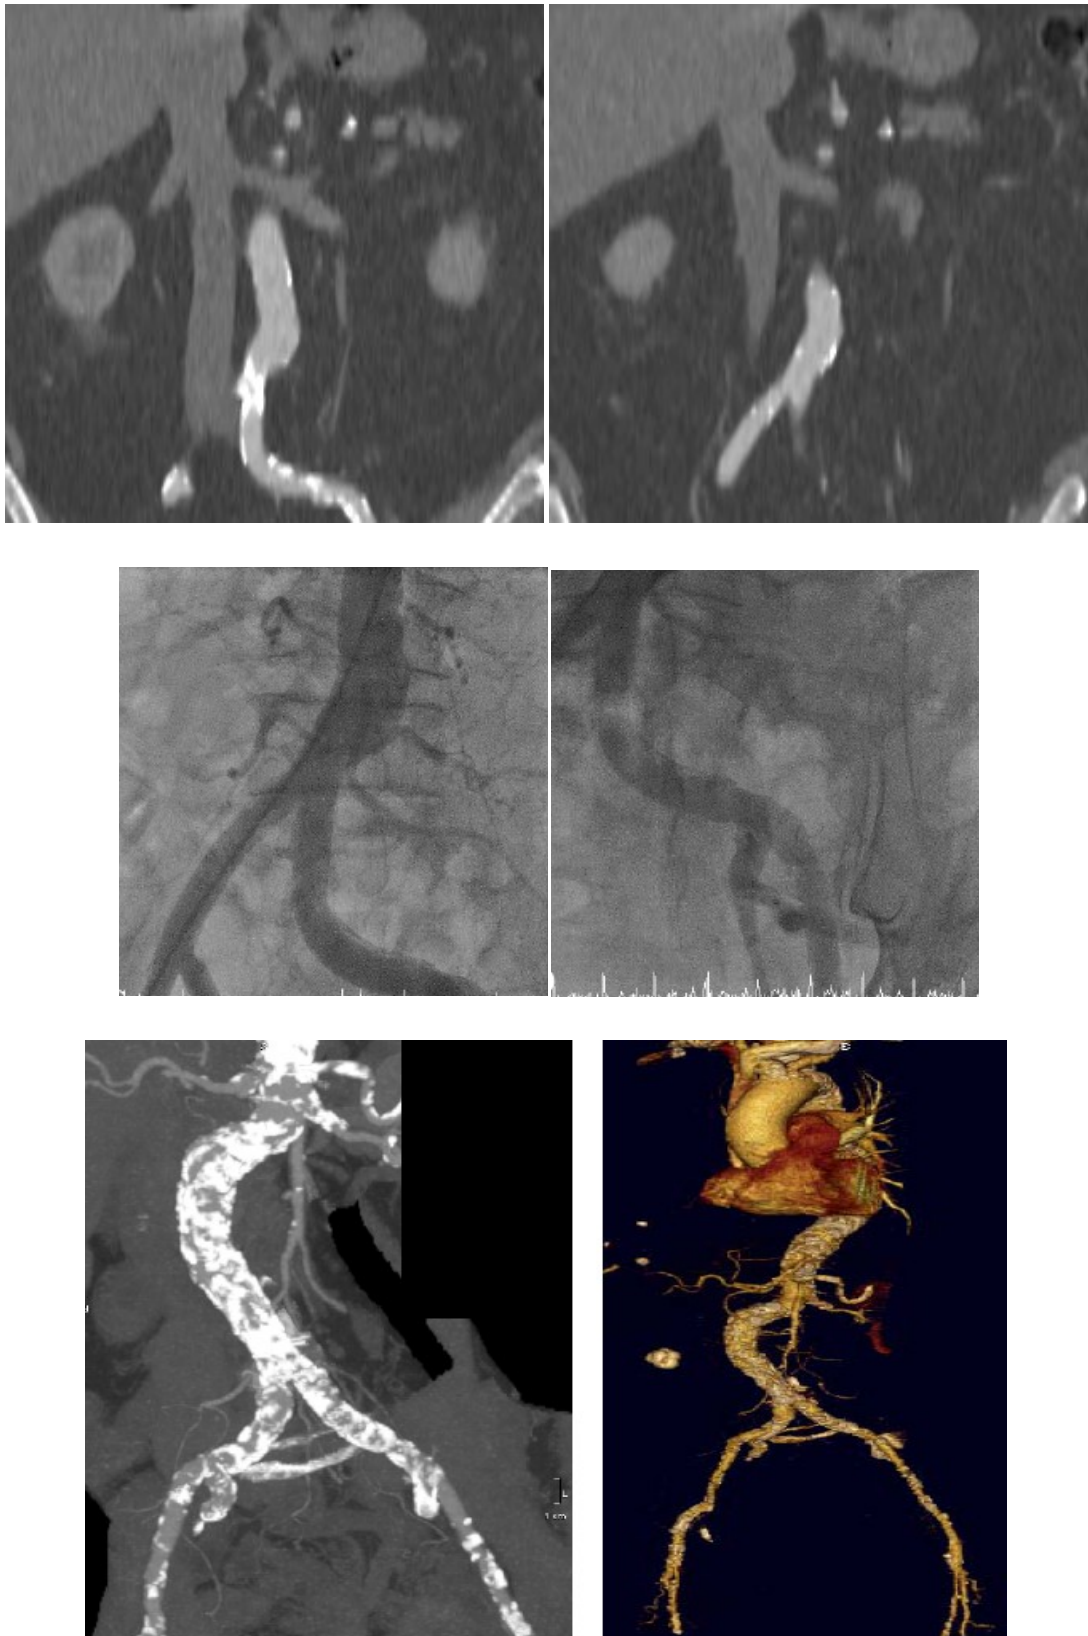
Gefäß-Computertomographie (oben) und Becken-Bein-Angiographie (mitte) mit ausreichendem Gefäßkaliber; Gefäß-Computertomographie mit 3D-Rekonstruktion (unten) bei einer für den transfemoralen Zugang wegen Verkalkung und starker Krümmung ungeeigneten Gefäßanatomie
